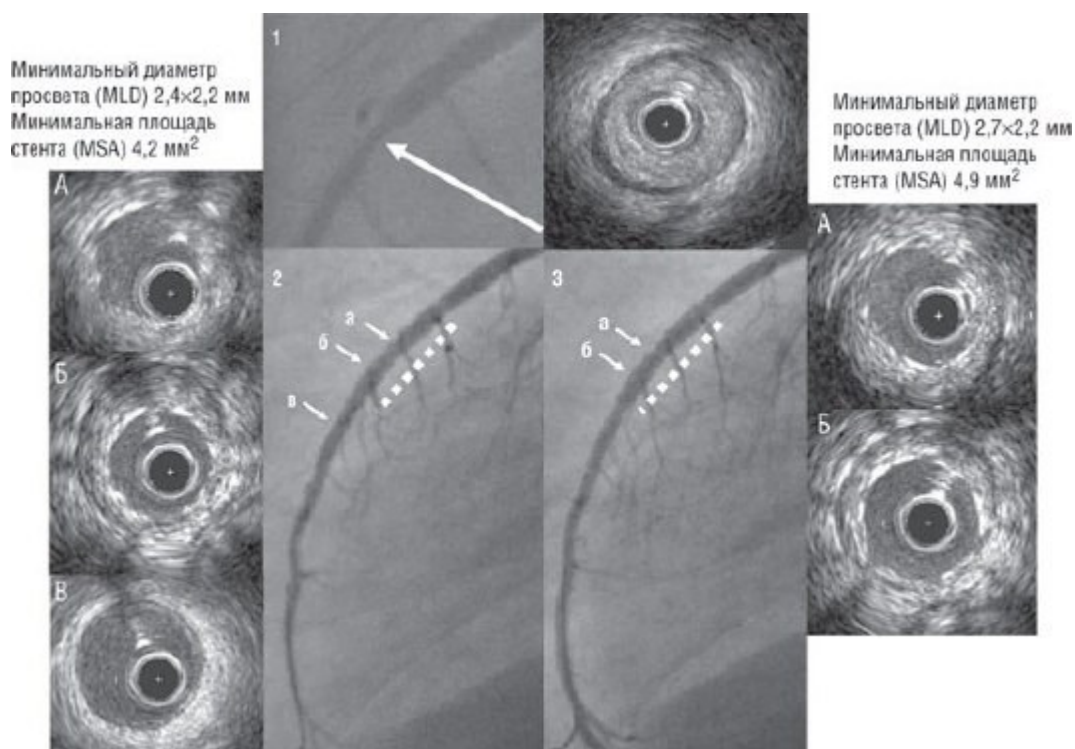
Ангиографические снимки и ультразвуковые срезы на уровне короткого участка стеноза в средней трети передней межжелудочковой артерии до и после установки стента под контролем внутрисосудистого УЗИ. Ряд 1 (сверху). Ангиограмма сосуда и ультразвуковой срез на том же уровне до вмешательства. Следует отметить, что массивная концентрическая бляшка почти полностью перекрывает просвет сосуда вокруг ультразвукового катетера. Бляшка не содержит кальций, однако обладает высокой эхогенностью, сравнимой с таковой адвентициальной оболочки. Ряд 2 (слева). Ангиографический результат после имплантации (пунктирная линия) покрытого сиролимусом стента Cypher® размерами 2,5×13 мм под давлением 18 атм. Незначительное остаточное недораскрытие стента, видимое при ангиографии, подтверждается при УЗИ: площадь (а) и минимальный диаметр значительно меньше площади и диаметра (5,9 мм², 2,9×2,6 мм) дистального референтного участка сосуда (в). Ряд 3 (справа). Ангиографический результат после повторной дилатации коротким жестким баллонным катетером размерами 3,0×8 мм под давлением 24 атм. Измерения на уровне минимального поперечного сечения: умеренное дальнейшее расправление стента с окончательной площадью, приближающейся к площади дистального референтного участка (а); большее прижатие жесткой фиброзной бляшки по сравнению с соответствующим изображением в левом ряду (б).
